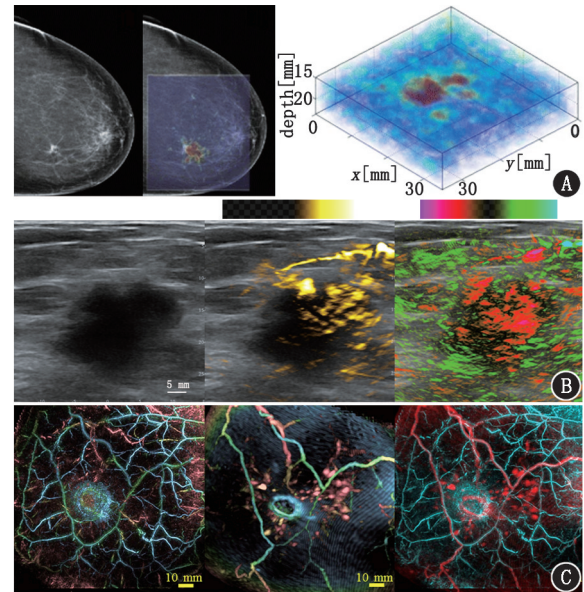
乳腺癌及正常乳腺的不同影像学检查图。A.从左至右依次为乳腺癌的钼靶 X 线检查图和光声成像图以及三维重建图^[9],depth 为深度;B.从左至右依次为乳腺癌的超声成像图、Hb 光声成像图、血氧饱和度光声成像图^[13];C.从左至右依次为正常乳腺光声成像图、MRI 图和光声 MRI 图^[14]
